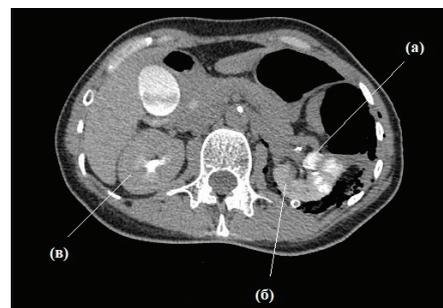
Компьютерная томограмма сразу после операции
